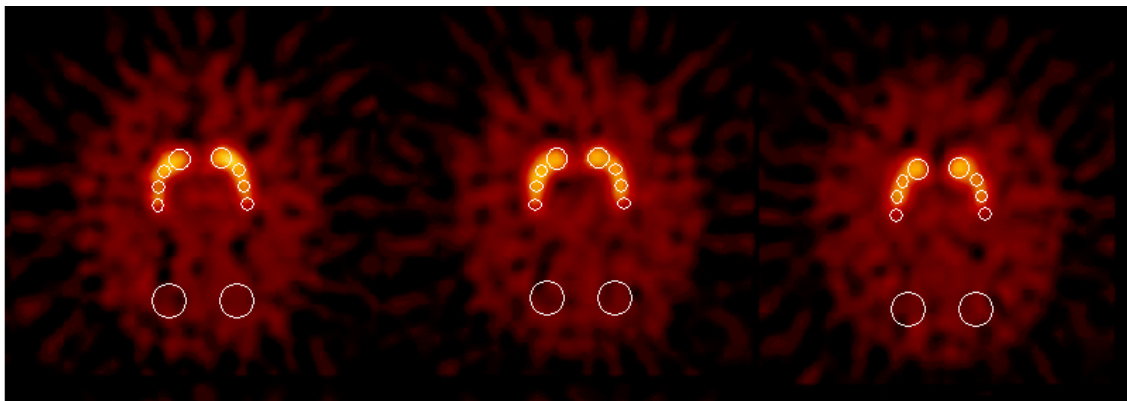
Imágenes obtenidas por [¹²³I]FP-CIT SPECT de pacientes incluidos en el estudio genotipo-fenotipo DAT.
